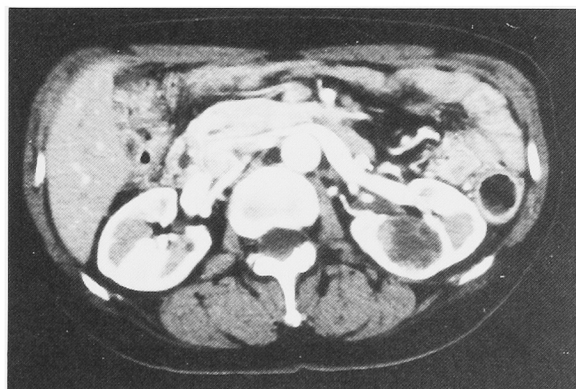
CT shows a cystic tumor which appears to have septations and solid elements at the center of the left kidney.
